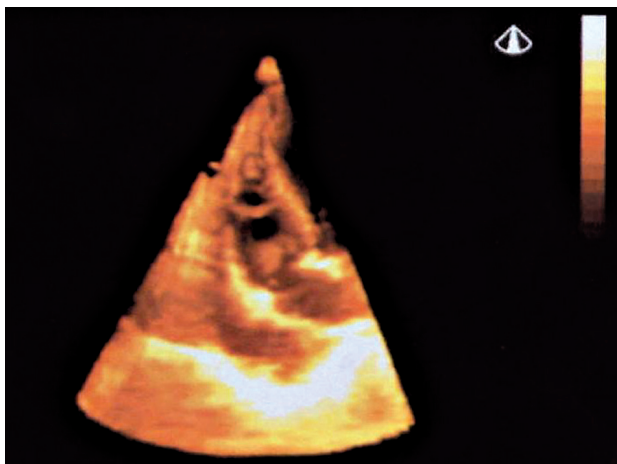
Ecocardiograma tridimensional que mostra os mesmos achados da Figura 1 (VD = ventrículo direito; DP = derrame pleural).
